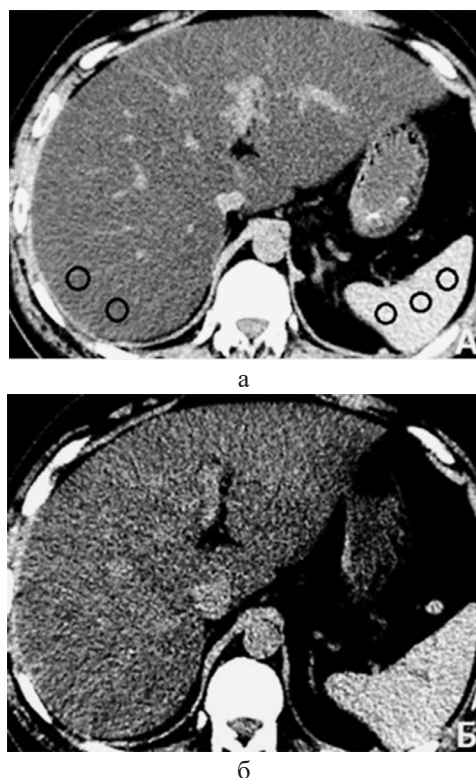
Компьютерные томограммы, аксиальная проекция. а – Первичное КТ обследование, отмечена локализация ROI для определения средней плотности печени и селезенки, представлена инверсия контрастности, ИПП составляет – 60 HU; б – Повторное КТ обследование спустя 2 недели от первичного, ИПП составляет 28 HU
